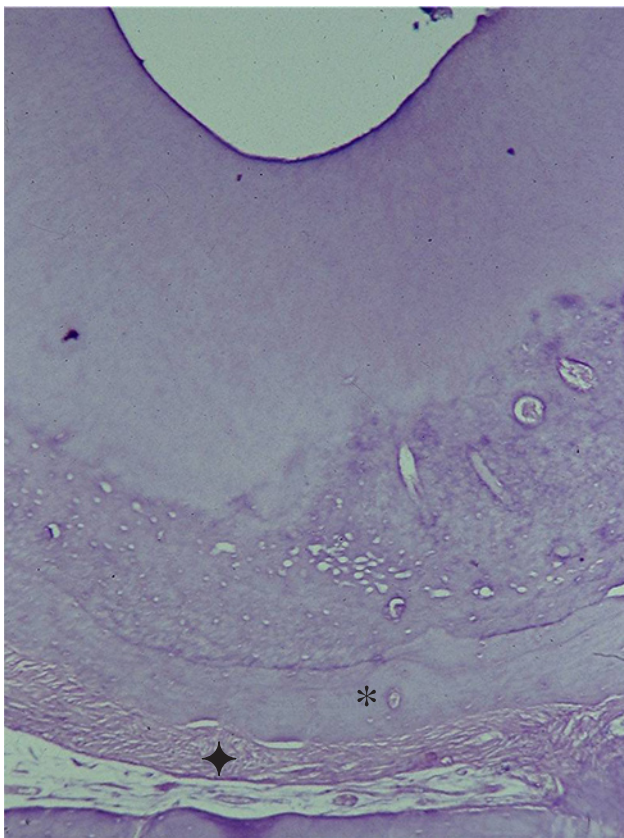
Grupo II - Região periapical mostrando espessura normal do ligamento periodontal (◆), ausência de reação inflamatória e deposição de cimento pouco celularizado (*) (HE, 64X).
